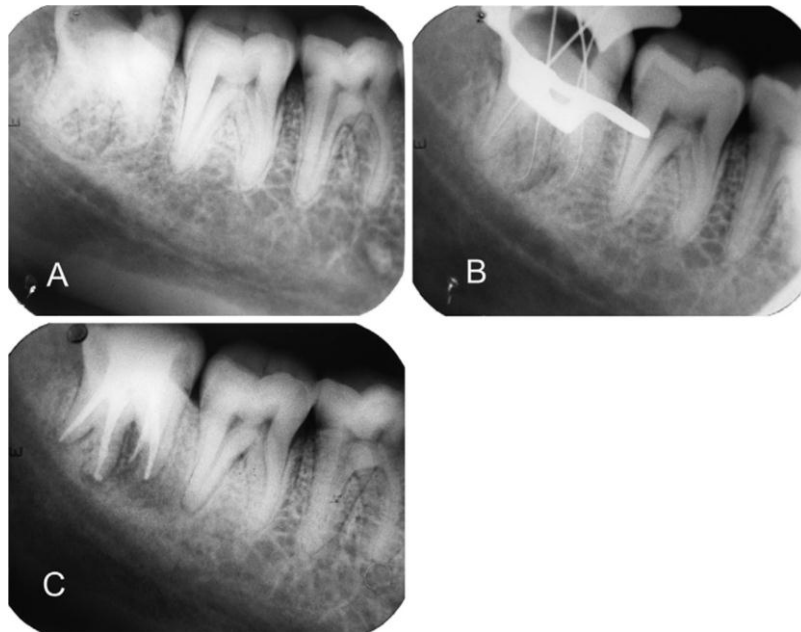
Radiografías que muestran cuatro raíces separadas con sus conductos radiculares.¹⁵
